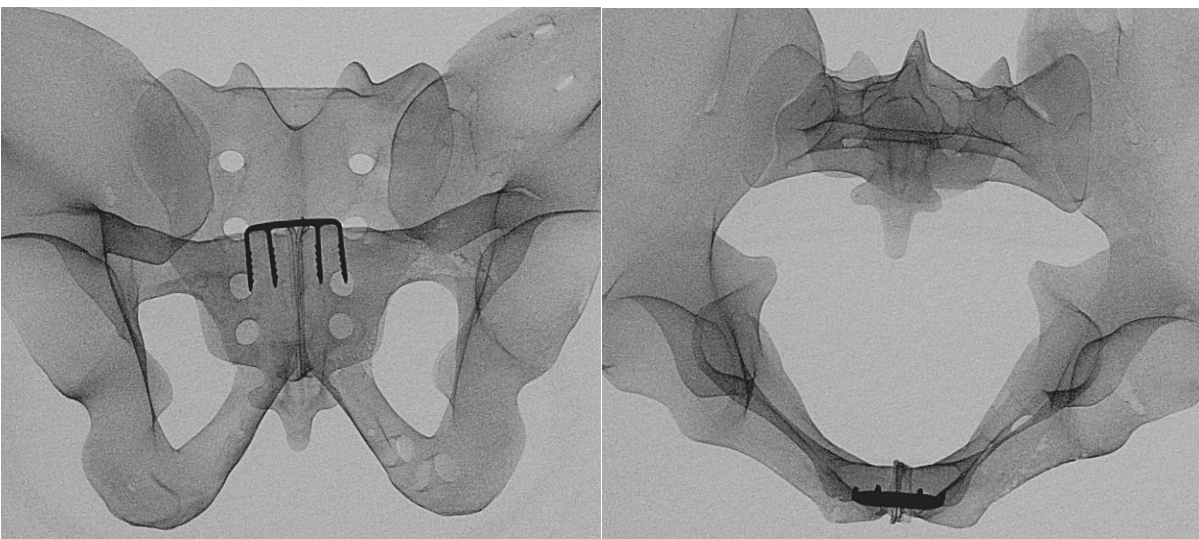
Röntgenkontrolle einer BME ELITE™ Nitinolklammer in zwei Ebenen
